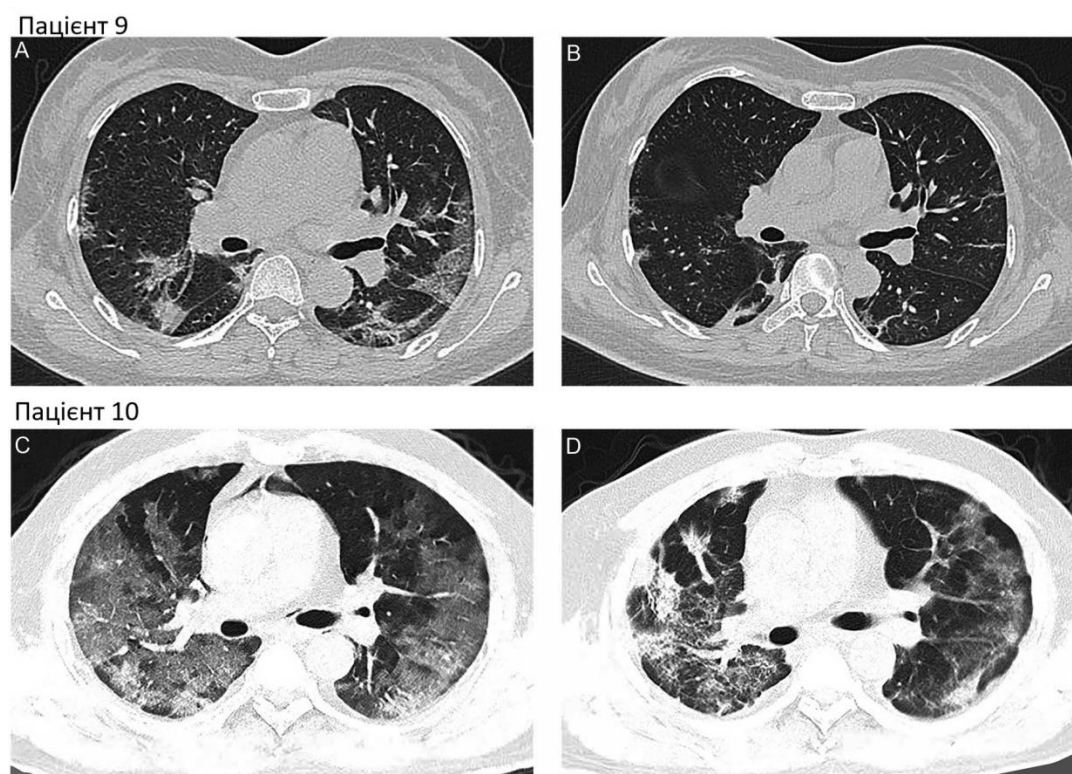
КТ грудних кліток двох пацієнтів. (А) На КТ грудної клітки пацієнта 9, зроблене 9 лютого (7-й день пппох) перед переливанням РП (10-й день пппох), видно субплевральні фокуси, ущільнення за типом «матового скла» в численних долях сегментів обох легень. Тіні контуру серця – не чіткі. Ураження близько до плеви. (В) На КТ грудної клітки пацієнта 9, зроблене 15 лютого (13-й день пппох) після переливання РП видно зменшення білатеральних субплевральних фокусів, ущільнень за типом «матового скла». (С) КТ грудної клітки пацієнта 10, зроблене 8 лютого (19-й день пппох) перед переливанням РП (20-й день пппох). Яскравість обох легень була зменшеною, і видно численні тіні високої щільності в обох легенях. (D) На КТ грудної клітки пацієнта 10, зроблене 18 лютого (29-й день пппох) після переливання РП видно зменшення уражень.
